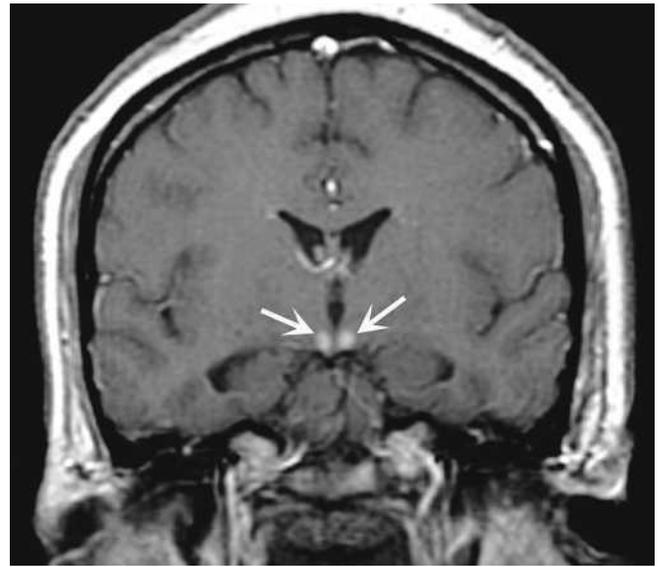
Encéphalopathie de Gayet-Wernicke. IRM, coupe coronale pondérée en T1 avec injection de produit de contraste, montrant un rehaussement des corps mamillaires (flèches), typique d'une encéphalopathie de Gayet-Wernicke aiguë.
